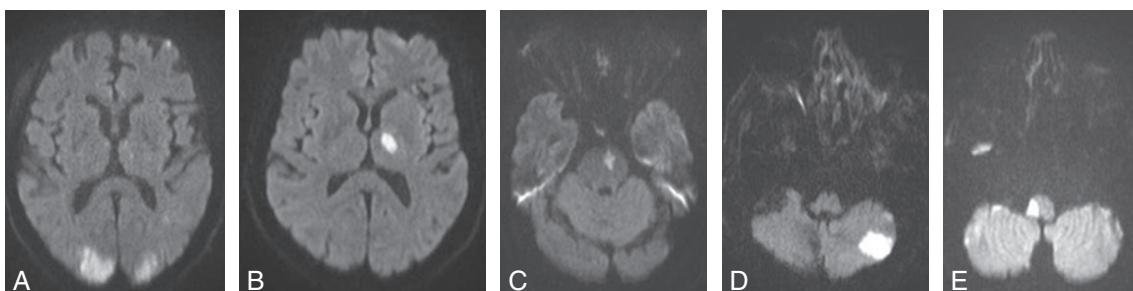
Ⓑ Infarctus en territoire vertébrobasilaire. IRM séquence de diffusion.
